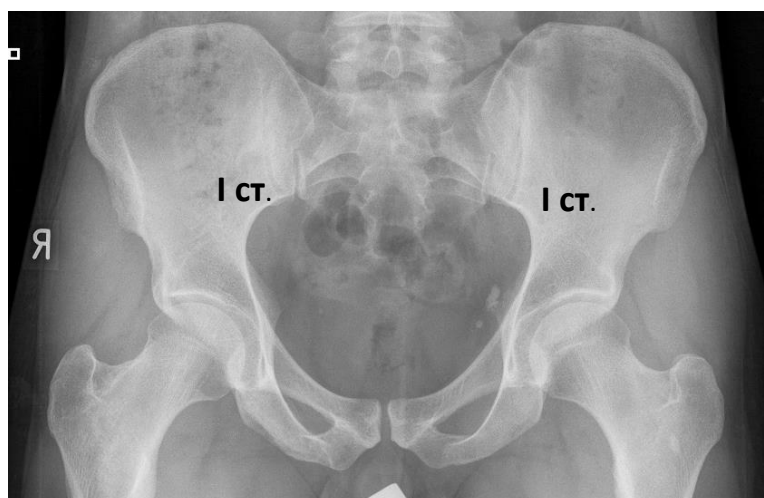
Рентгенография таза пациента В. на момент включения в исследование
